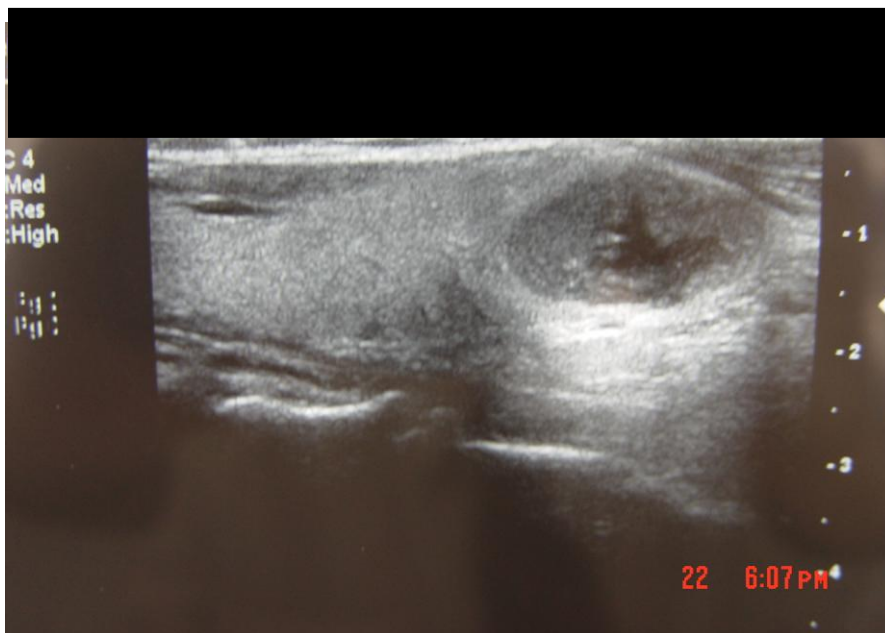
Ecografía tiroidea. Nódulo sólido con áreas quísticas o de necrosis en la región central.
